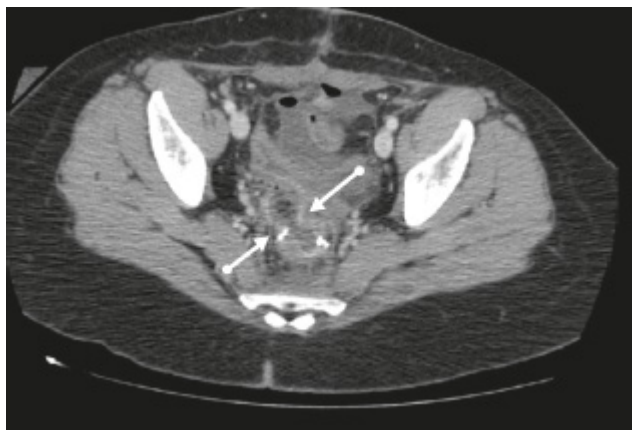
Tomografia computadorizada onde as setas apontam para o ponto de comunicação entre a parede do reto (na área de anastomose prévia) e a vagina.
